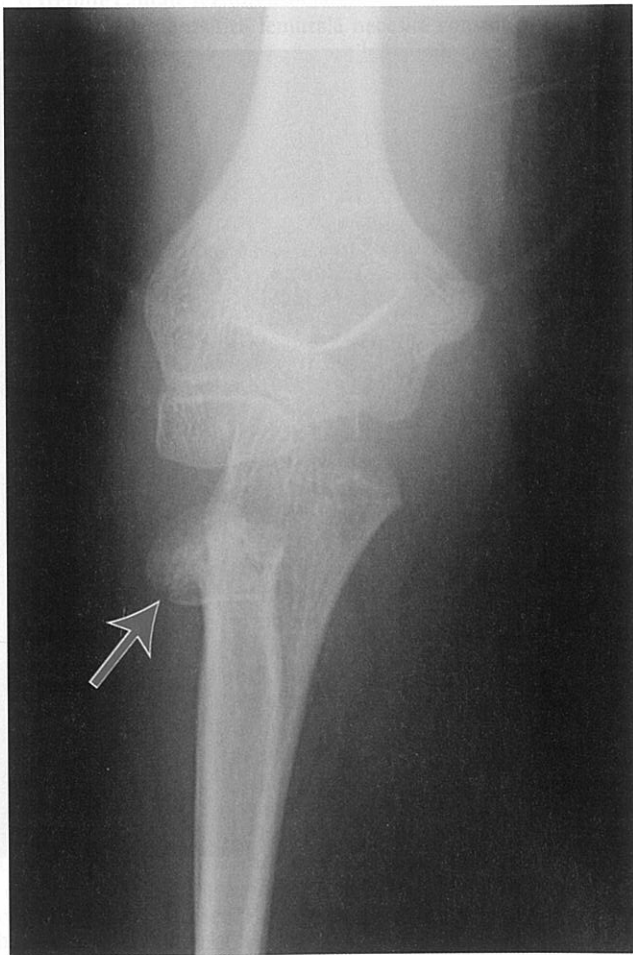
Radiografie anteroposterioară ce indică o fractură a capului radial (săgeată). [Imagine folosită cu permisiunea Centrului Medical Wake, Raleigh, NC.]
